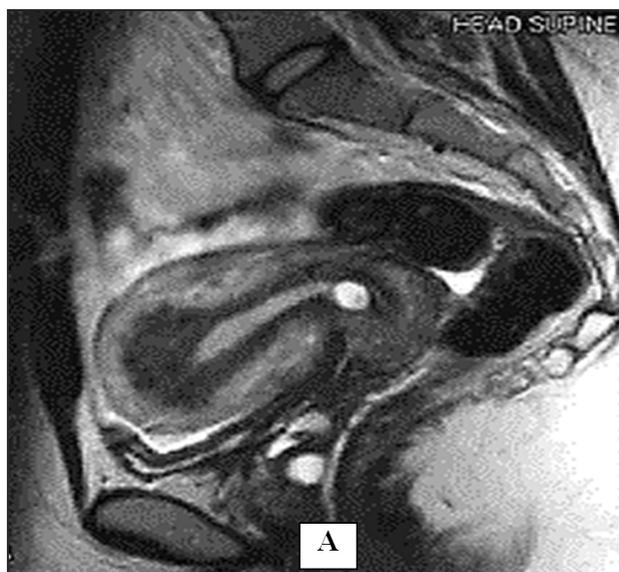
МРТ-диагностика (боковая проекция) различных форм генитального, внутреннего (маточного) эндометриоза (аденомиоза) и локализованной лейомиомы: А – инфильтративная форма аденомиоза; Б – кистозная форма аденомиоза; В – узелковая форма аденомиоза; Г – локализованная форма лейомиомы.
